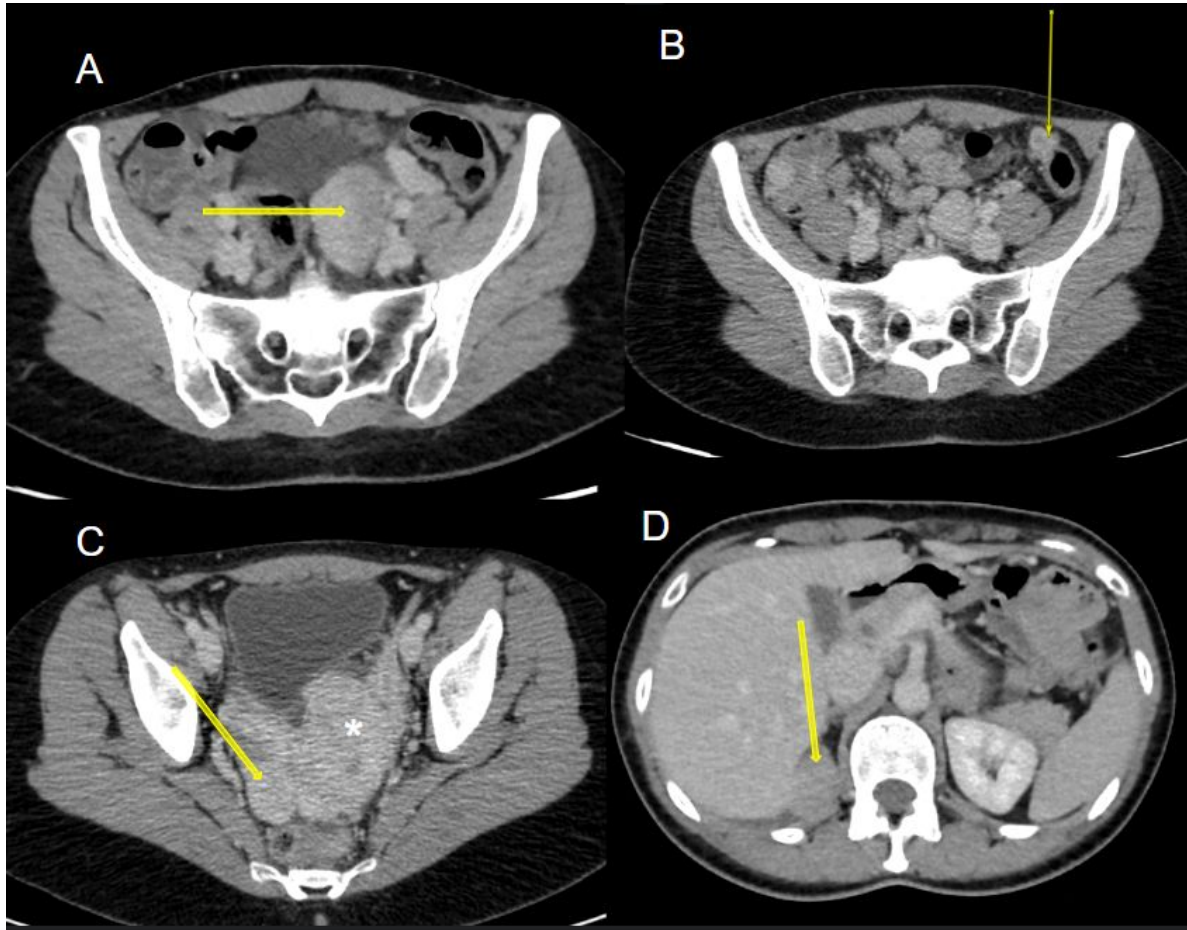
Leiomiomatosis peritoneal diseminada en una mujer de 35 años, 10 años tras una miomectomía. TC axial con contraste: múltiples nódulos y masas con realce (flechas) en cavidad peritoneal (A-C) y un nódulo suprarrenal derecho bien definido (D). No hay evidencia de tumor primario ni ascitis. El útero (\*) se observa aumentado de tamaño debido a múltiples formaciones nodulares compatibles con miomas conocidos.
